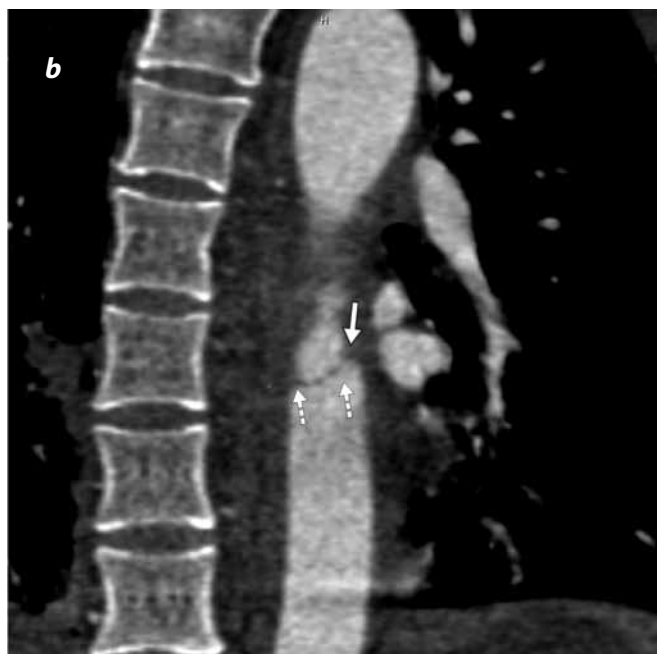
Angiotomografía de tórax. Reconstrucción coronal que muestra con mejor claridad la irregularidad en la pared izquierda del tercio medio de la aorta torácica (flecha), asociado a levantamiento intimal de disposición horizontal (flechas punteadas).
